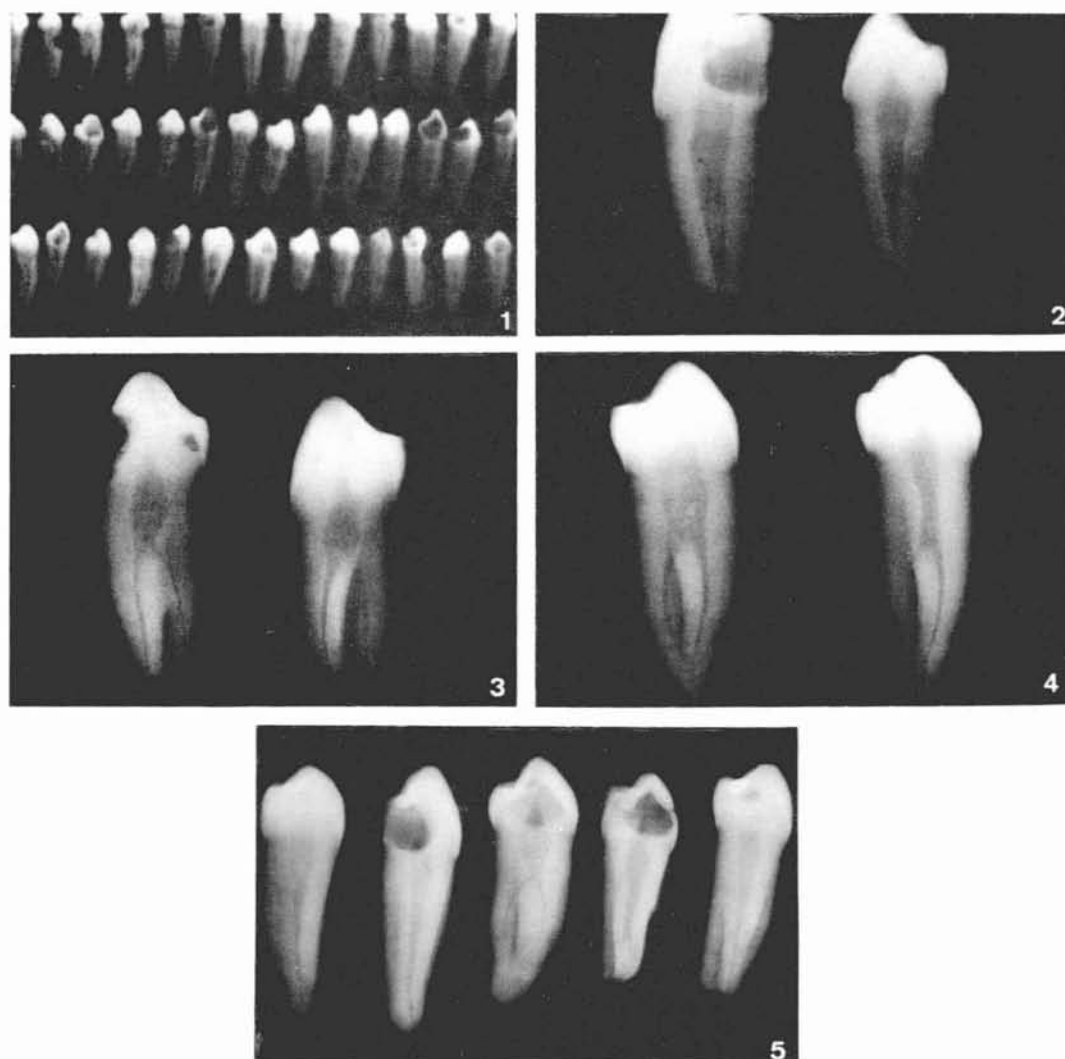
Vários primeiros premolares inferiores do tipo forma radicular simples (forma simples), com um só canal radicular, radiografados em conjunto.
